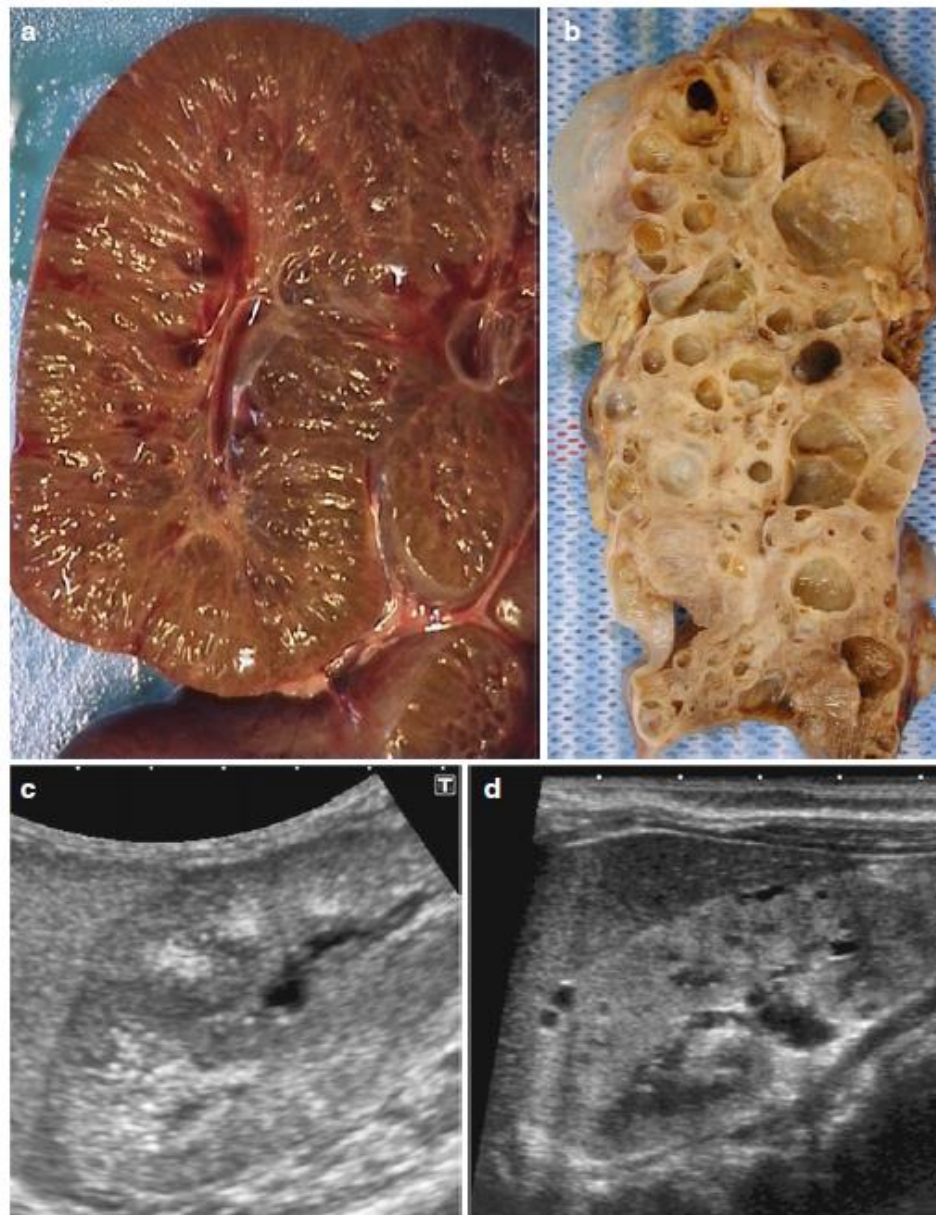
ARPKD (a, c) and infantile ADPKD (b, d) – pathology and ultrasound comparison. (c) Ultrasound of the right kidney of a 3-day-old infant with ARPKD (for details see Fig. 5.3). (d) Ultrasound of the right kidney of a 1-month-old infant with suspected congenital ADPKD (bilaterally increased echogenicity with partially preserved corticomedullary differentiation. Numerous parenchymal cysts in the cortex and some in the medulla, measuring 1–5 mm. Kidney length was 5.4 cm on the right and 6.1 cm on the left). Scale bar (cm) on top of the ultrasound images
